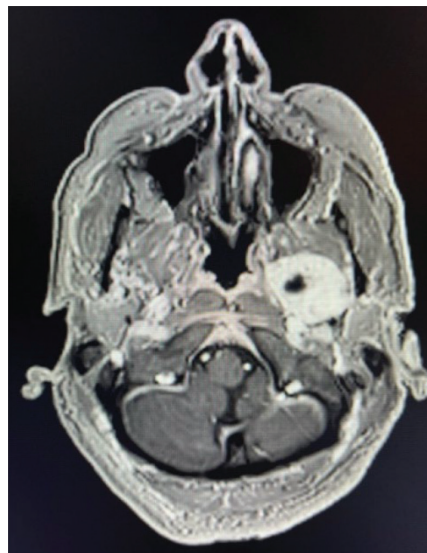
RM. tumor en el lóbulo profundo parótida izquierda
